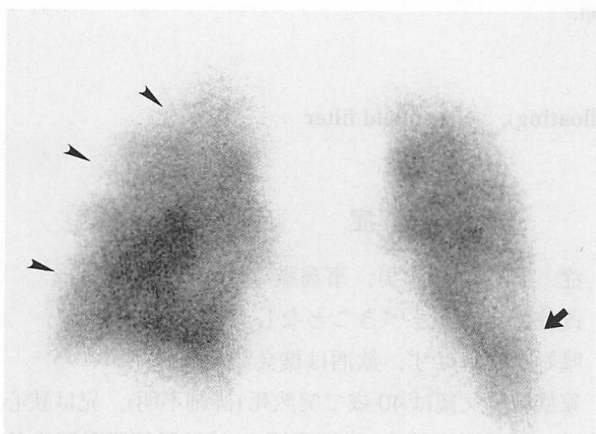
Perfusion scintigram of the lungs revealing a defect in the lateral portion of the left lung field (arrow) and multiple small defects in the distal portion of the right lung fields (arrow-heads)
